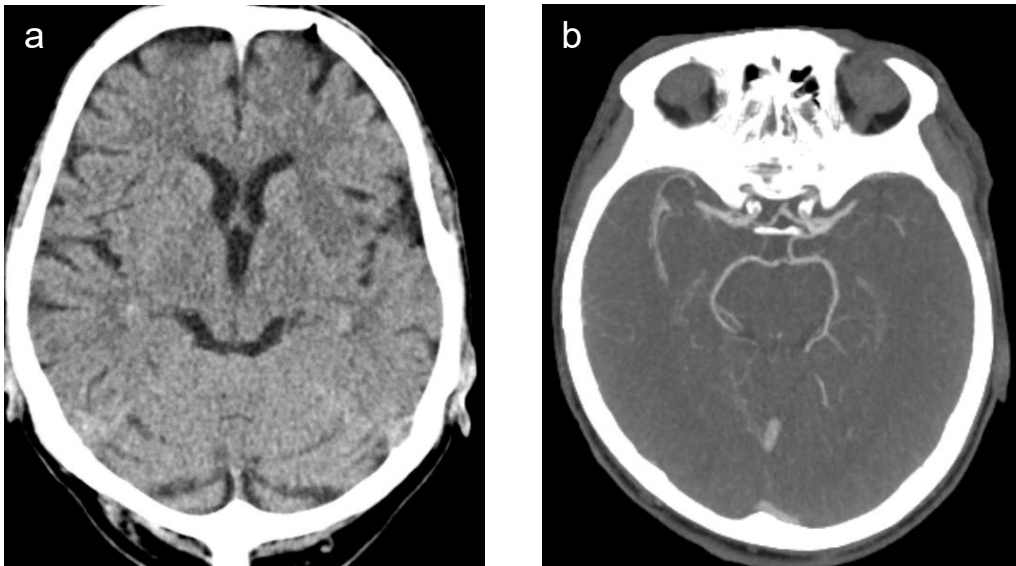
Natives CT (a) und CT-Angiografie (b) bei Verschluss der A. cerebri media links; mit freundlicher Genehmigung von Prof. Dr. med. Wiesinger (BKH Regensburg, Abteilung für Neuroradiologie)
